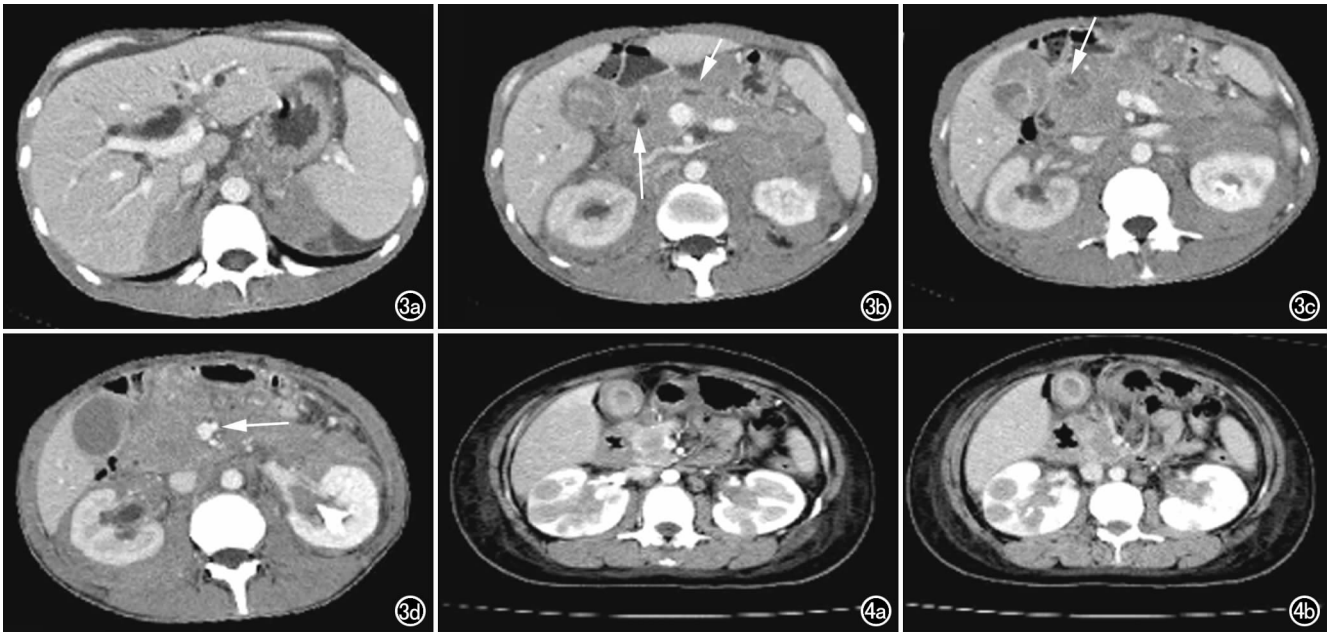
AIDS 合并 Burkitt 淋巴瘤。a) CT 示肝内胆管扩张；b) CT 示胰腺弥漫肿大,胆总管扩张(长箭),胰管扩张(短箭)；c) CT 示胰头巨大肿块,中央液化坏死(箭),双肾形态、大小正常,肾周间隙弥漫软组织密度影,病灶均匀、密实；d) CT 示血管漂浮征(箭)。 图 4 AIDS 合并 Burkitt 淋巴瘤。a) 增强扫描皮质期示双肾对称性肿大,实质内多发结节灶,呈轻度均匀强化；b) 同一层面实质期图像。
